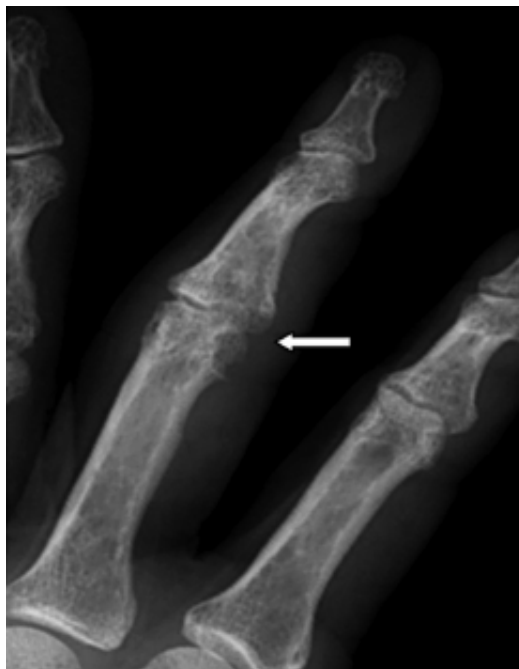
Artrite reativa. Radiografia simples de dedo mostrando aumento de partes moles (dedo em “salsicha”), redução do espaço articular da metacarpofalangiana com erosões e osteíte periarticular (seta).
